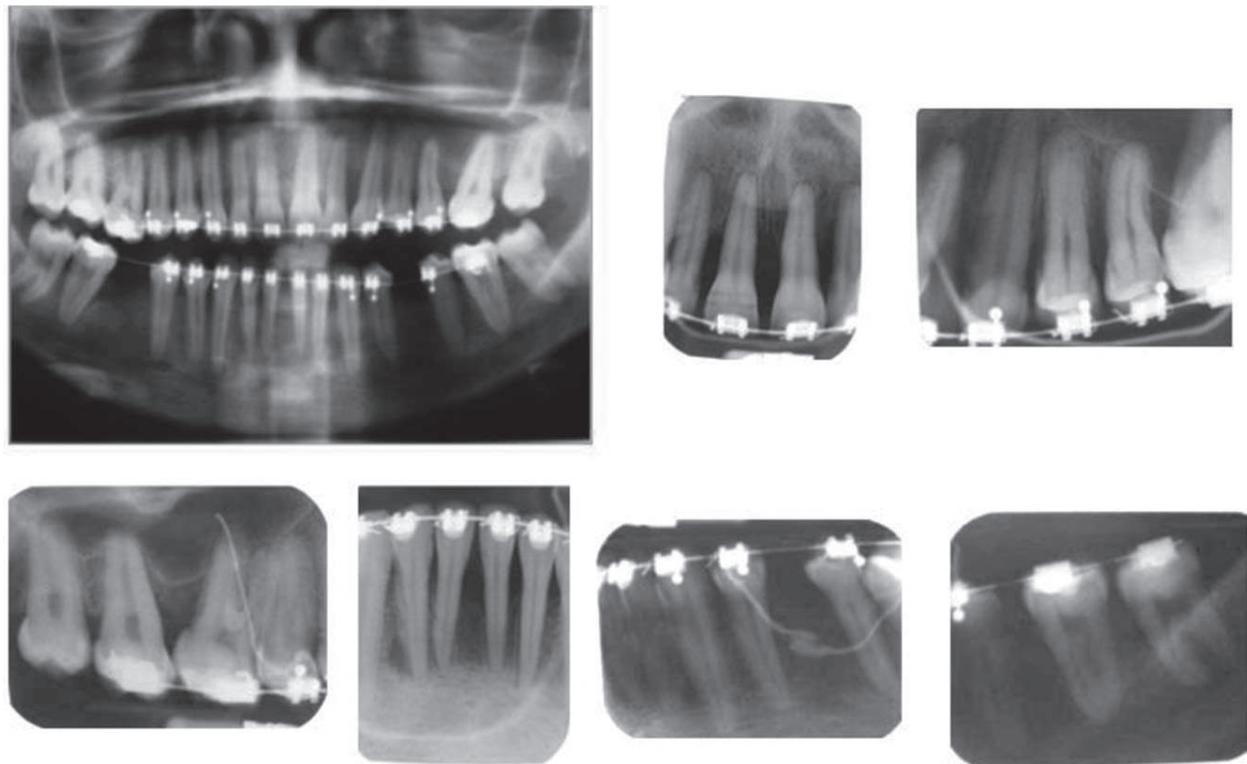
Radiografías durante el tratamiento de ortodoncia
